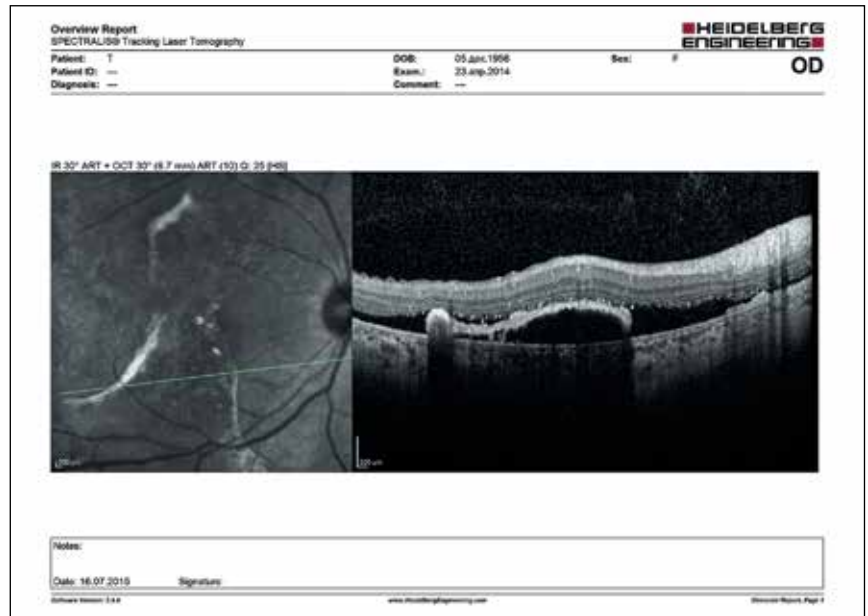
Оптическая когерентная томограмма глазного дна OS: экссудативная отслойка сетчатки
